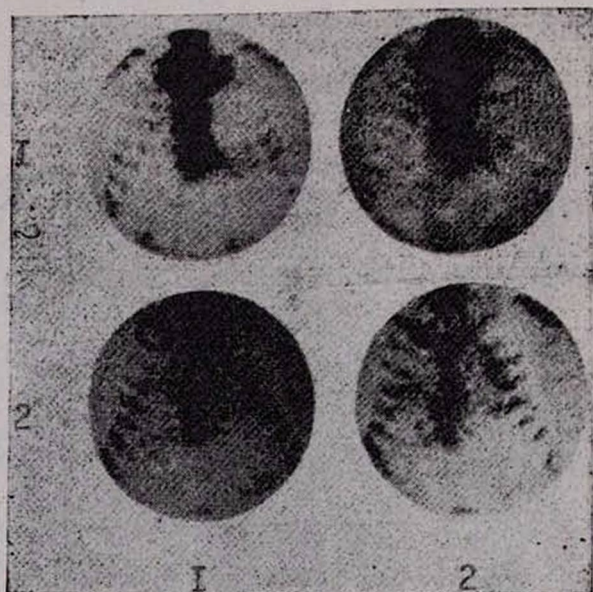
Сцинтиграфия грудной клетки с ^{99m}Tc -пирофосфатом в покое и при нагрузке. А—ухудшение, Б—улучшение сцинтиграфических показателей. 1—покой, 2—нагрузка.
